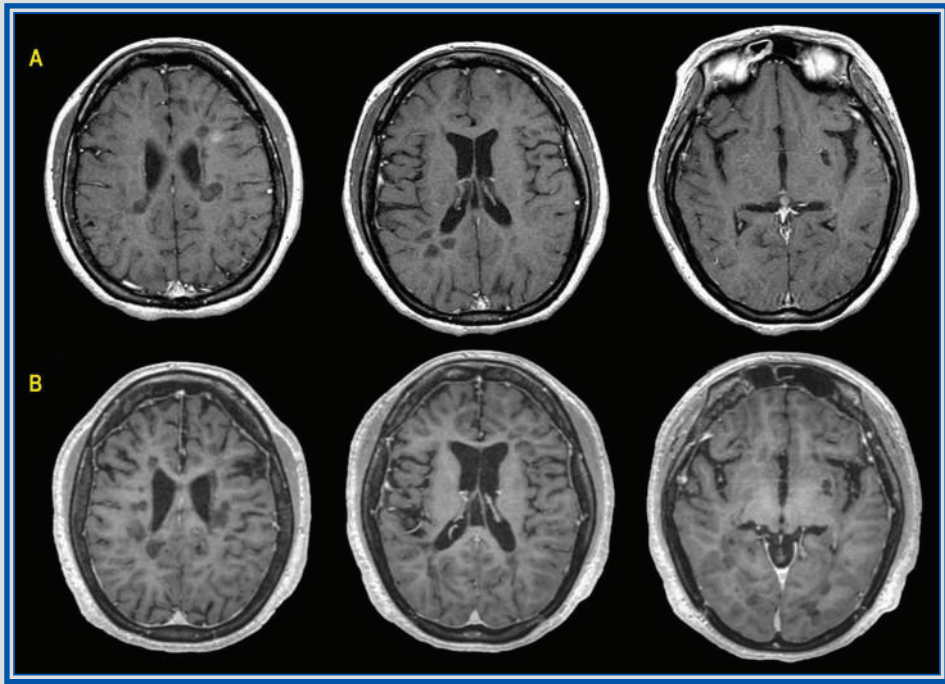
Capítulo 17. Resonancia magnética de cerebro en corte axial supratentorial a nivel de ventrículos laterales en la secuencia T1 con gadolinio del 2011 (A) y 2021 (B). Se observa el aumento de lesiones hipointensas en la IRM más reciente (B) que se observan como lesiones ovoideas, bien delimitadas, hipointensas en secuencia T1, con datos de atrofia cortical generalizada, prominencia de surcos y ventriculomegalia progresiva.
